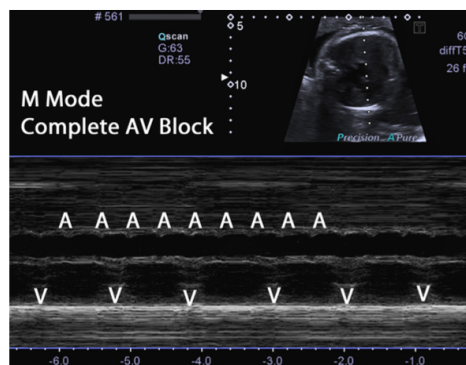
Ecocardiografía en modo M, bloqueo auriculoventricular completo
